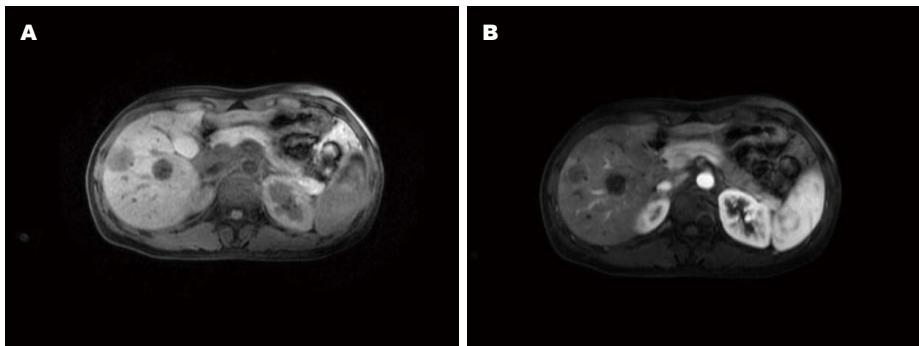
肝脏EHE的MRI表现. A: 平扫示肝右前叶下段见一结节状异常信号影; B: 增强扫描示病灶呈延迟性强化. EHE: 上皮样血管内皮细胞瘤; MRI: 磁共振成像.
